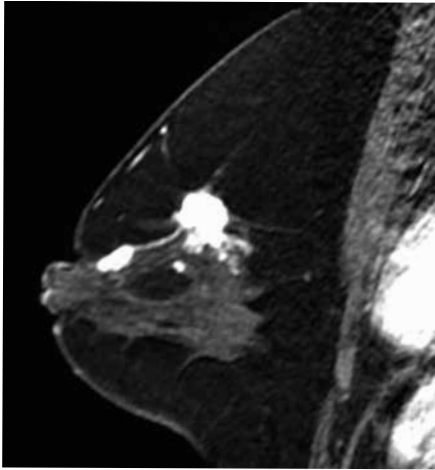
RM, secuencia sagital potenciada en T1 con saturación grasa y con medio de contraste endovenoso. Carcinoma bifocal: la masa de mayor tamaño con realce nodular, espiculada con componente intraductal conectada con foco satélite de menor tamaño y similares características localizado hacia anterior.
